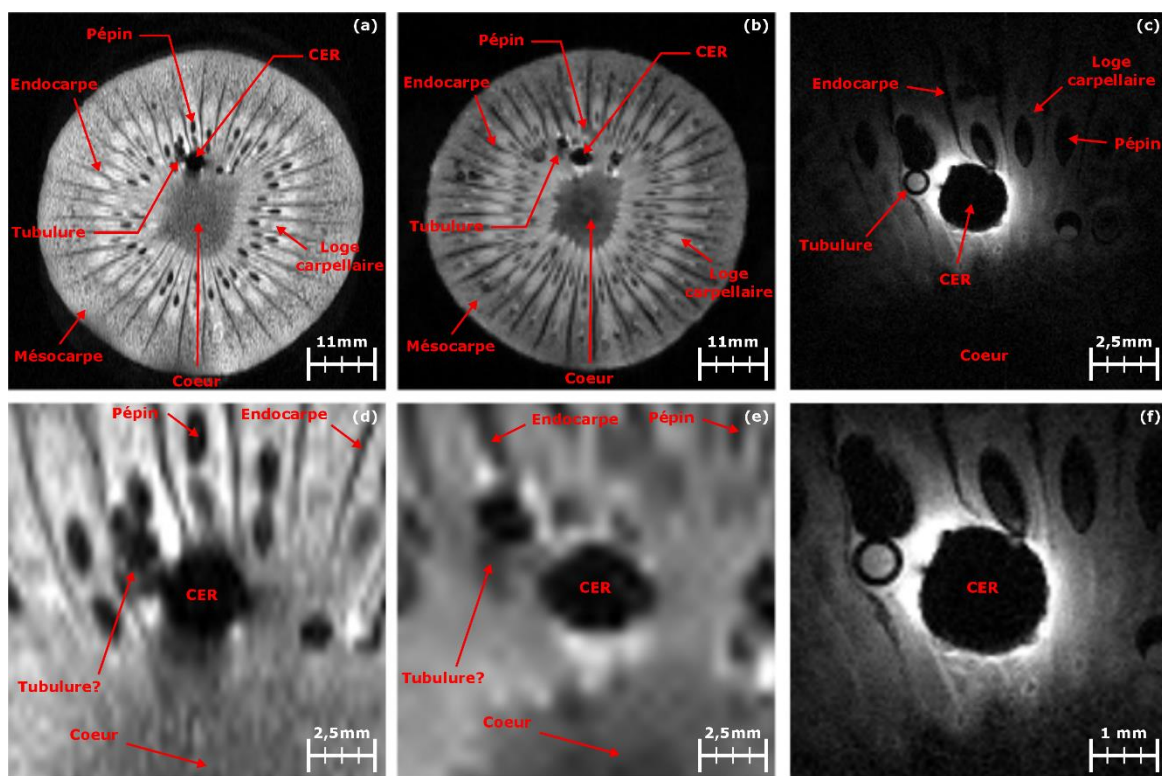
Images de RMN d'un kiwi. L'image (a) et (b), pondérées *T2* et *T1* respectivement, sont acquises avec la BVS en mode E/R et l'image (c) pondérée *T1* avec la BVS en mode E et le CER en mode R. Il est possible de distinguer correctement les différentes structures anatomiques composant le kiwi (endocarpe, mésocarpe et pépins principalement) sur les images volumiques ; cependant, la tubulure (Ø1 mm et paroi de verre d'environ 200 μm) n'est que peu visible, tandis que celle-ci l'est clairement sur l'image acquise avec le CER. Les images (d) et (e) montrent les agrandissements respectifs des deux images acquises avec la bobine volumique. L'image (f) montre un zoom de l'image (c).
